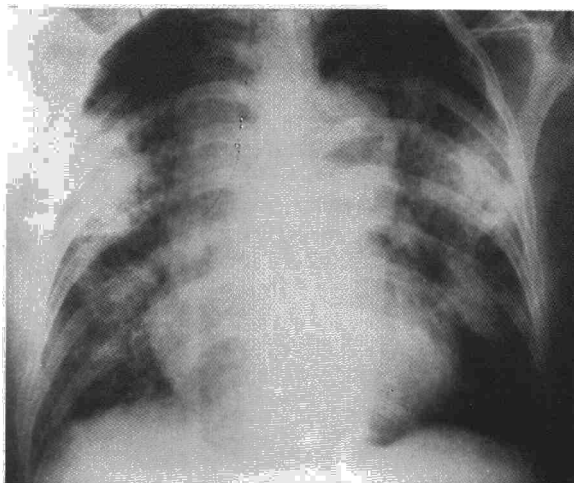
Radiografía de tórax con múltiples condensaciones pulmonares bilaterales.
